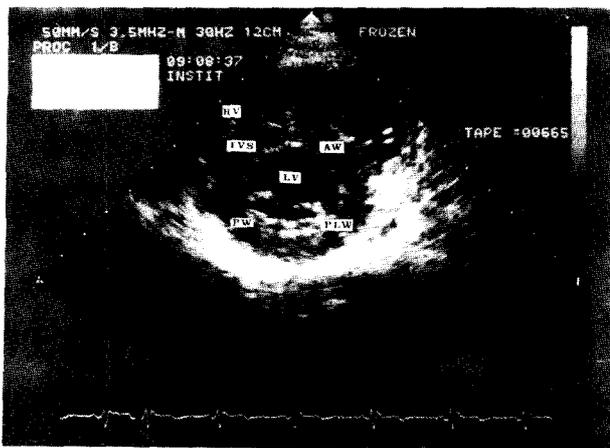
Ecocardiograma bidimensional en el eje menor en fin de sístole en un atleta profesional en reposo. La imagen es normal; el grosor del tabique interventricular se encuentra en el límite superior de lo normal. AW = pared anterior del ventrículo izquierdo; IVS = tabique interventricular; LV = cavidad ventricular izquierda; PLW = pared posterolateral; PW = pared posterior; RV = cavidad ventricular derecha. (Tomado de referencia 28.)
